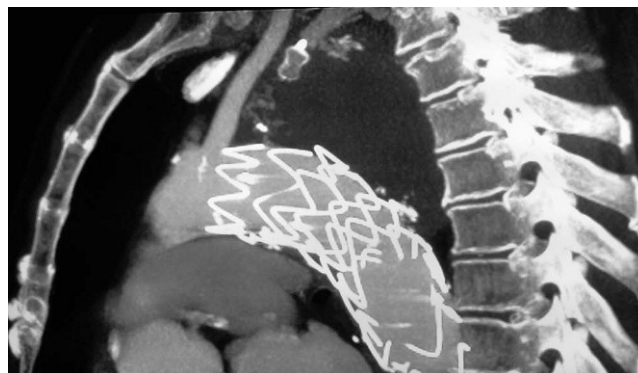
Angio-tomografía axial computarizada torácica con contraste, tras tres meses de la implantación de la endoprótesis torácica y ocluidor.
